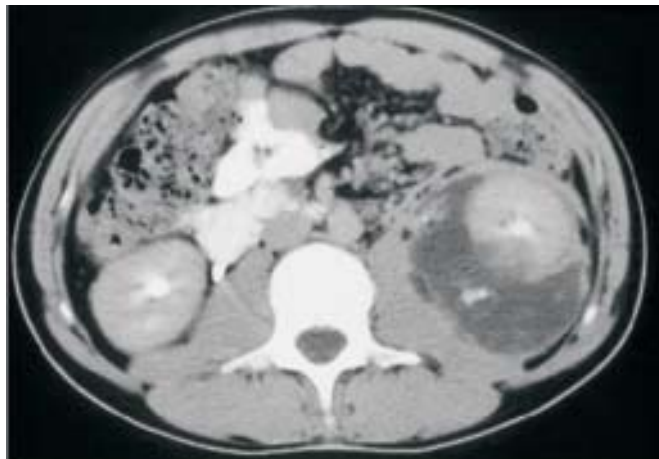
Tomografía axial computarizada con lesión renal izquierda grado 4.
